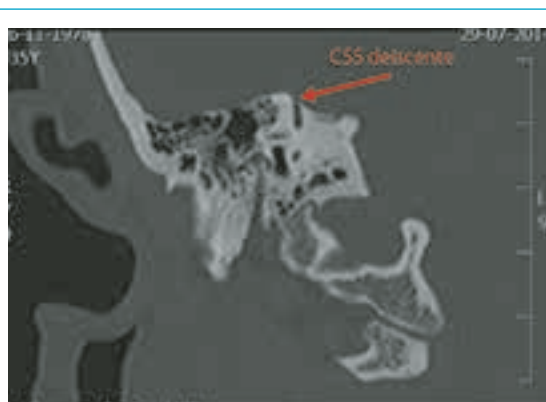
Estudo imagiológico com TC.
